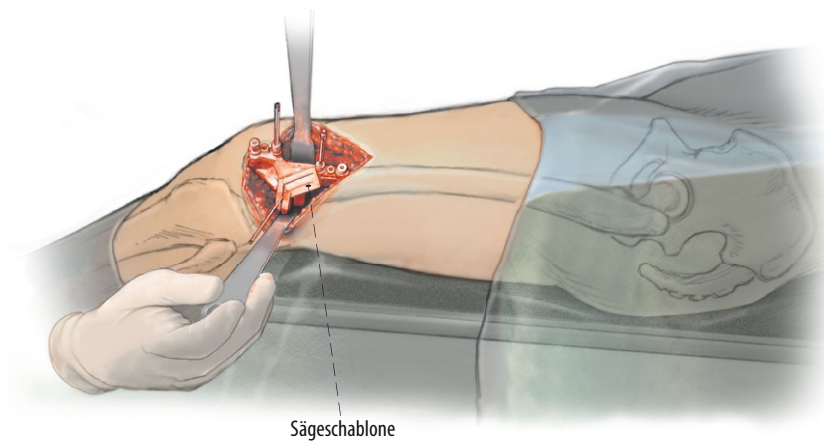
▲ Der Erstautor verwendet mittlerweile fast ausschließlich patientenspezifische Instrumentation (PSI-Schnittblock, Fa. Medacta, Schweiz) für diese Operation. Hierfür muss das Femur weiter freipräpariert werden, sodass der Schnittblock vollständig auf die Konturen der Femurform passt. Der Hautschnitt und die Exposition sind etwas größer im Vergleich zur konventionellen Technik. Es werden 4 Steinman-Pins (4,5 mm) für die Sägeschablone mit entsprechenden Reduzierhülsen eingebracht, ein K-Draht kann für die Röntgenkontrolle der Osteotomiehöhe eingebracht werden
